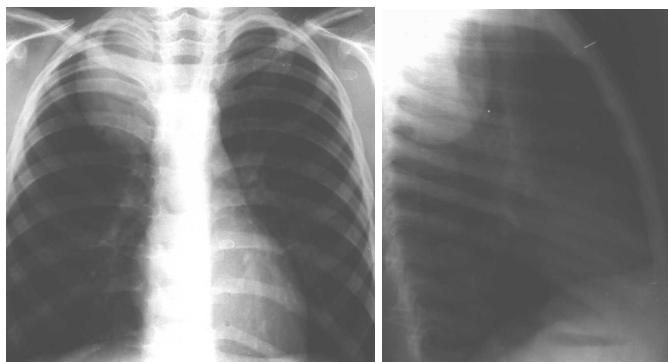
Рентгенограммы больного с нейрогенной опухолью средостения
